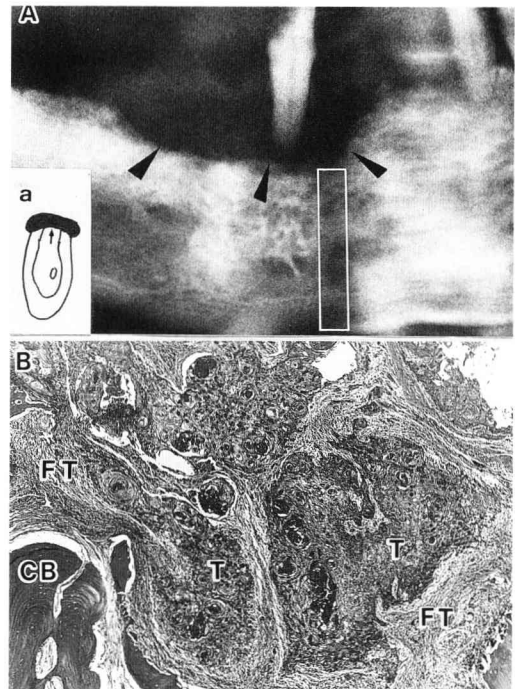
A : Radiograph showing a pressure bone resorption.
